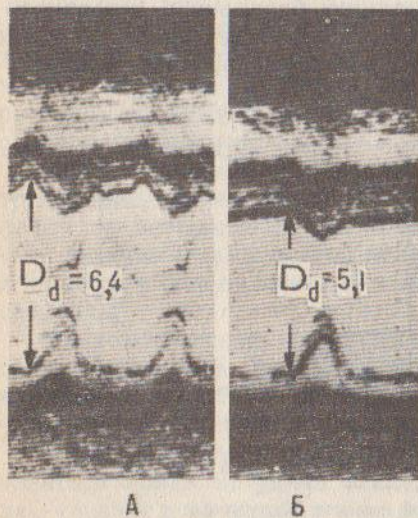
Эхокардиограмма бегуна на длинные дистанции (А) и гимнаста (Б)
